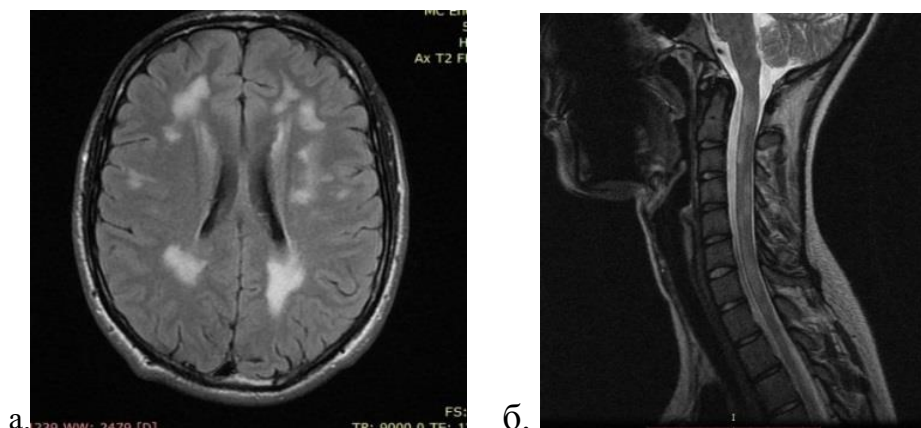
МРТ а – головного мозга, б- спинного мозга пациентки М., 16 лет. Диагноз: РС, рецидивирующе-ремитирующее течение. Множественные очаги в белом веществе полушарий и шейного отдела спинного мозга. T1-ВИ
